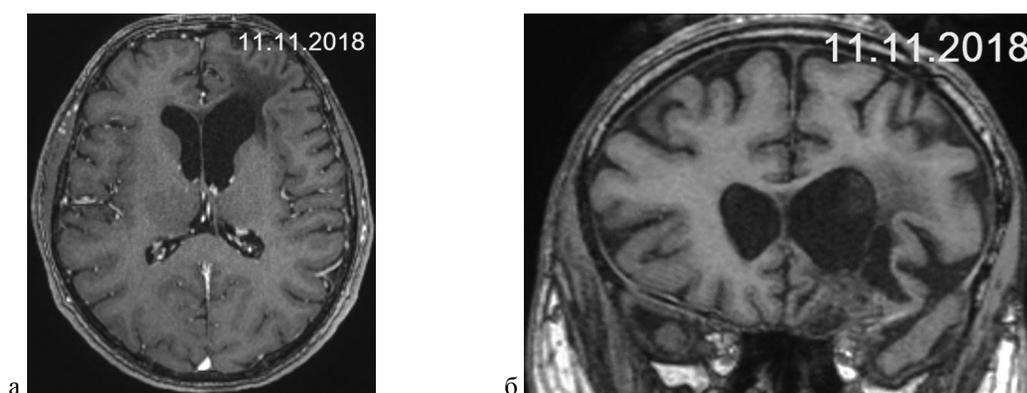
Глиобластома глубоких отделов левой лобной доли. МРТ с контрастным усилением после протонной терапии с темозоломидом и 15 циклов МХТ темозоломидом (сохраняется полный ответ на терапию). а — аксиальная проекция; б — фронтальная проекция.
